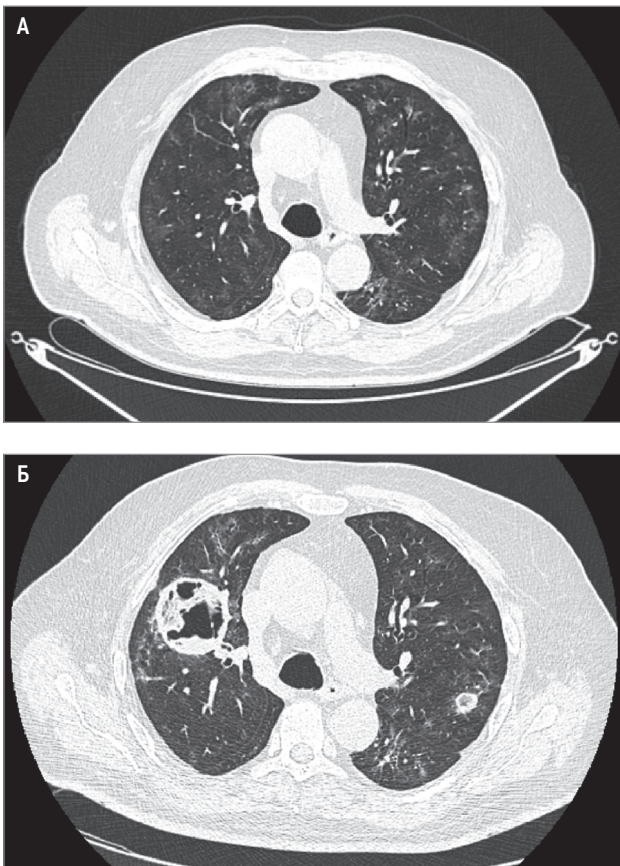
Развитие абсцесса легких, вызванного *Mucor*, у пациента с постковидным синдромом: А – компьютерная томография от 21.07.2020; Б – от 03.08.2020; округлая тень, внутри полости секвестры и уровень воспалительной жидкости; небольших размеров абсцесс в противоположной стороне легких
